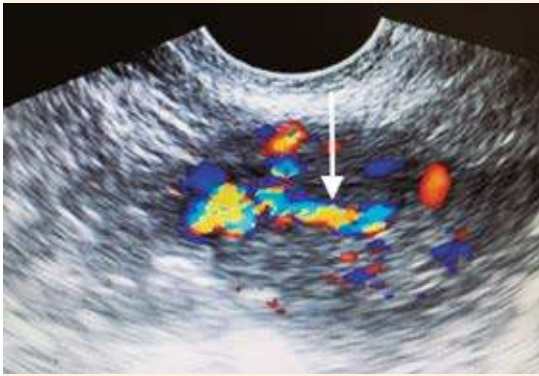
Ultrasonido Doppler de malformación arteriovenosa de útero. En el fondo uterino se observa un flujo Doppler de alta velocidad que se proyecta a la cavidad endometrial.
